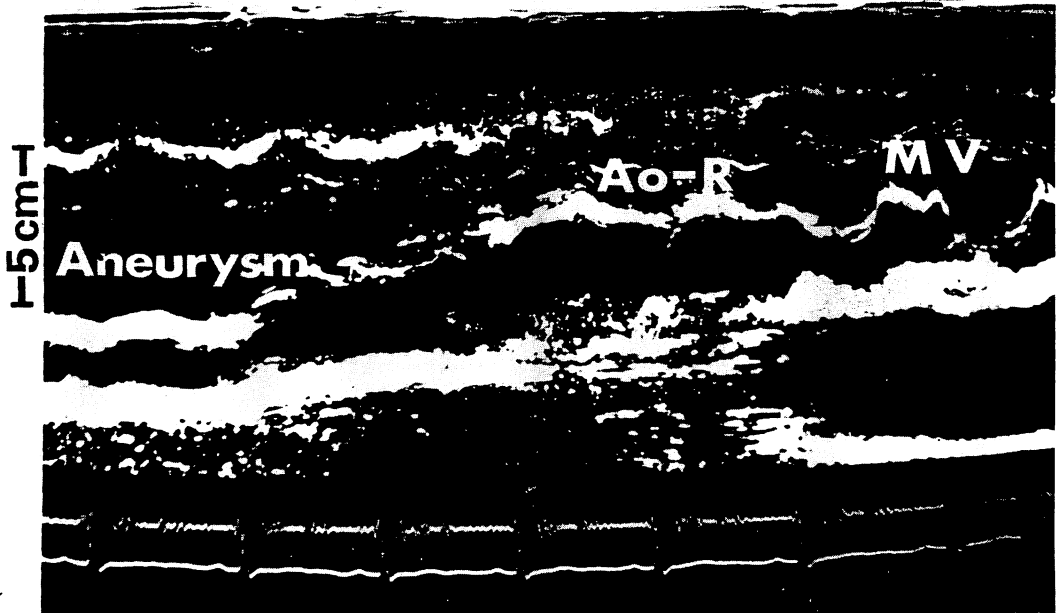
Echocardiographic M-mode scan from Case 8 with dissecting aneurysm.
